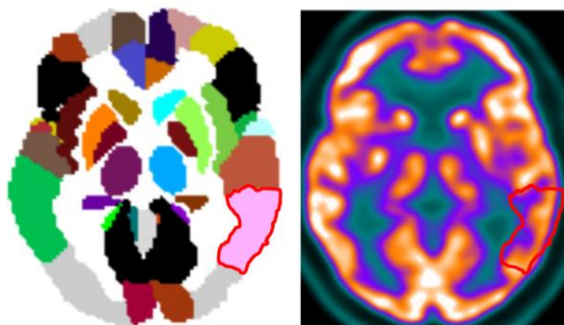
Correspondencia entre la etiqueta en el atlas digital AAL (a la izquierda de la imagen) y encima del PET-FDG normalizado.
